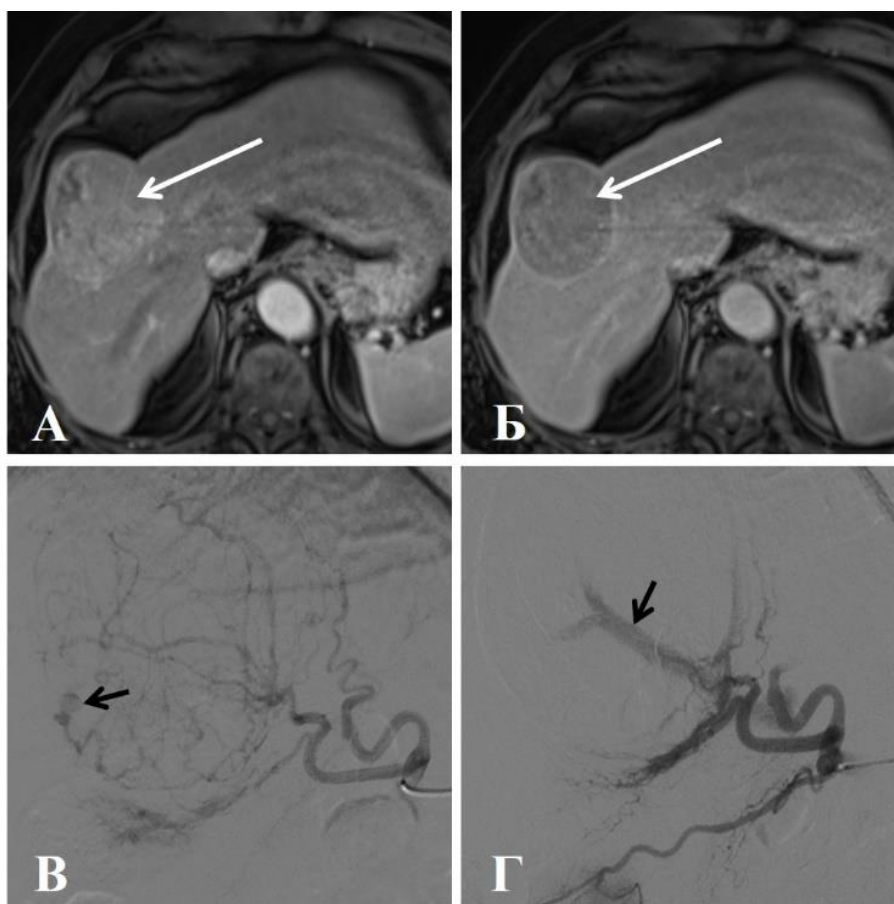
Пациент 62 лет, гепатоцеллюлярный рак на фоне цирроза. МРТ в артериальную и порто–вензную фазу (А, Б) показывает гипervasкулярный узел ГЦР с патологическим вымыванием и капсулой (белая стрелка). Ангиограмма (В) демонстрирует крупный А–В шунт в структуре узла (черная стрелка). После эмболизации афферентов (Г) в структуре узла открылись новые А–В шунты (черная стрелка)
